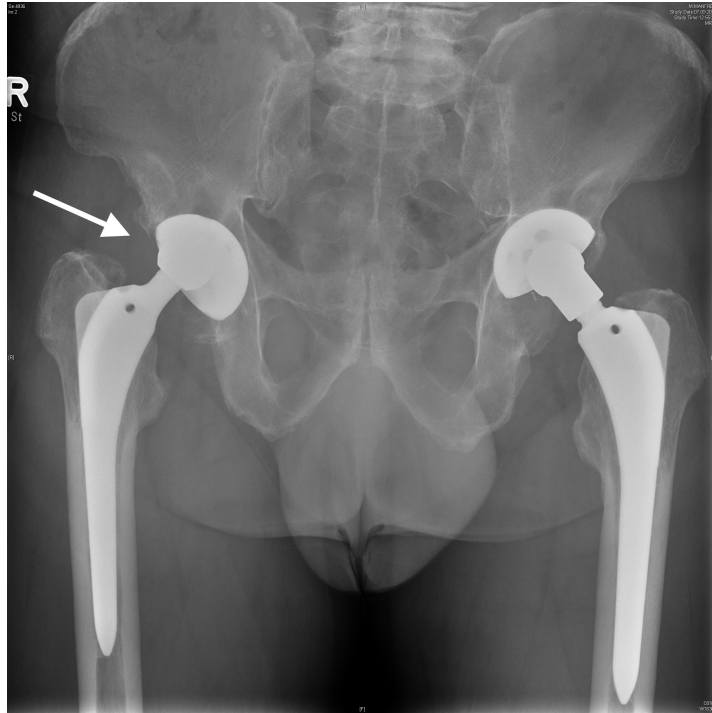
Präoperatives Röntgenbild eines Patienten ohne feststellbaren Knochenverlust (Typ I nach Klassifikation von Saleh und Gross) mit deutlichem Inlayverschleiß bei Kopfdezentrierung. Es erfolgte isoliert ein rechtsseitiger Inlaywechsel.
